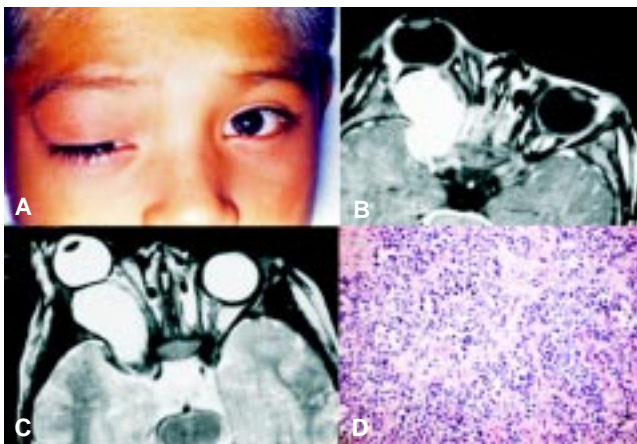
A) Imagen clínica con proptosis del ojo derecho y ptosis del párpado ipsilateral. B) Resonancia Magnética: Corte axial de órbitas en una secuencia ponderada en T1 con gado en donde se observa una lesión hiperintensa intraconal derecha que desplaza en sentido anterior el globo ocular. C) Secuencia ponderada en T2 con imagen hiperintensa que desplaza en sentido medial al nervio óptico. D) Las células neoplásicas se disponen en grupos separadas por tabiques fibrosos que semejan estructuras alveolares.
